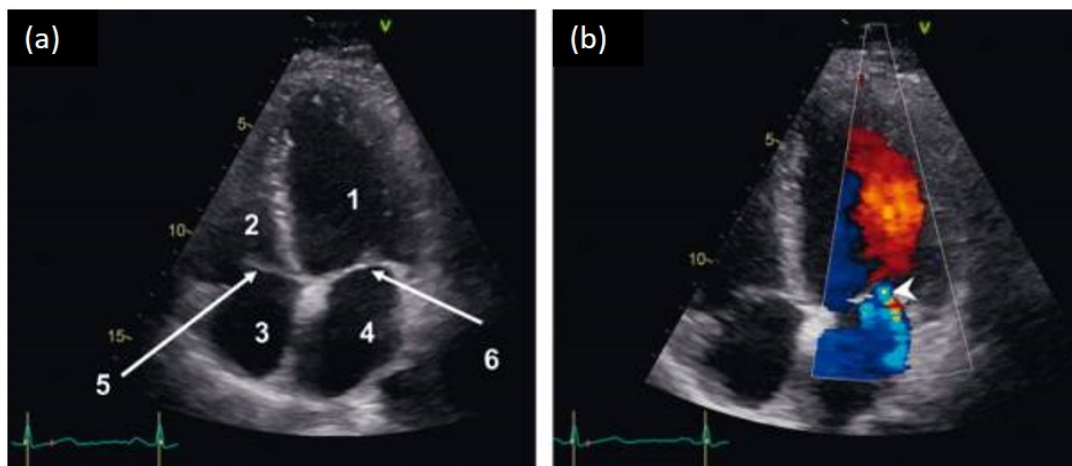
Images échocardiographiques de mode B en coupe apicale quatre cavités en niveaux de gris (a) mode Doppler couleur (b). 1 : VG, 2 : VD, 3 : OD, 4 : OG, 5 : valve tricuspidale, 6 : valve mitrale. Source : [http://wiki.side-sante.fr/doku.php?id=sides:ref-trans:imagerie\\_dfgsm:chapitre\\_24\\_imagerie\\_cardiovasculaire](http://wiki.side-sante.fr/doku.php?id=sides:ref-trans:imagerie_dfgsm:chapitre_24_imagerie_cardiovasculaire).
